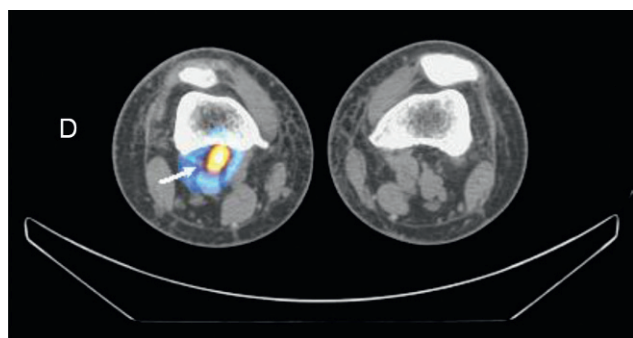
Coupe transverse acquise par TEMP-TDM : activité démontrée sur un ganglion poplité droit.
